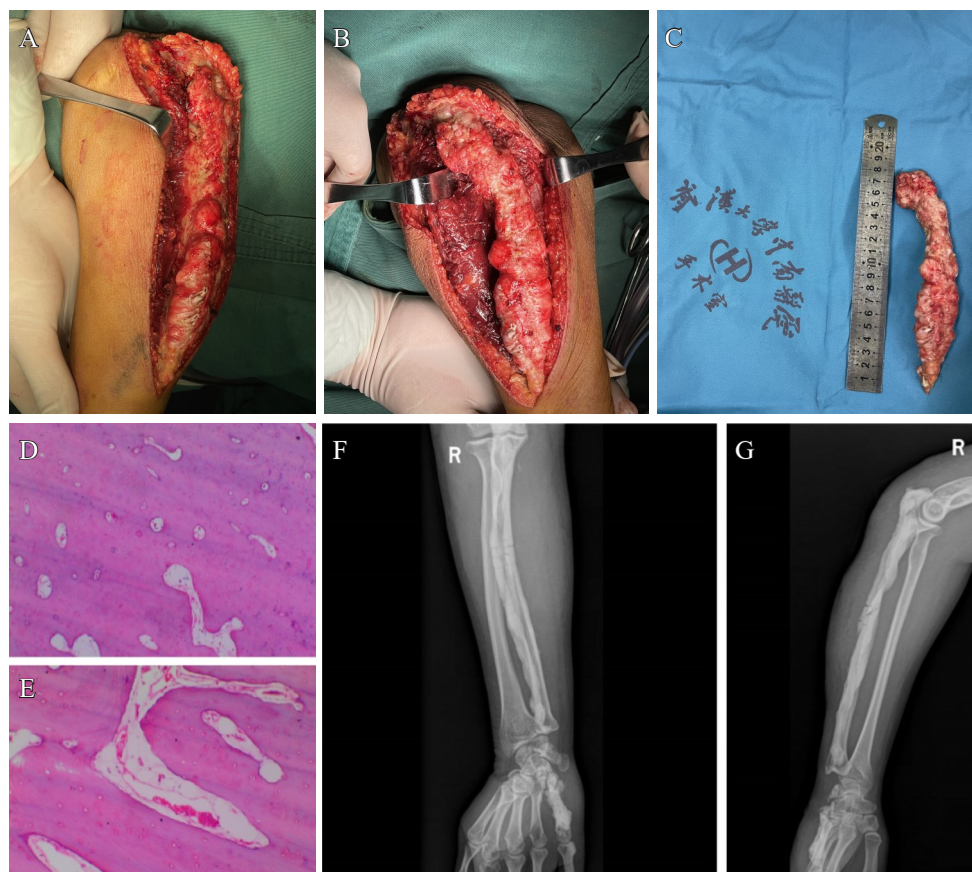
A-B. 术中可见尺骨外增生的骨皮质，质地坚硬；C. 术中切除增生的病灶外观；D. 镜下见骨膜及骨皮质不规则增生伴硬化，骨髓腔缩窄，局部闭塞（HE染色， $\times 100$ ）；E. 增生骨组织未见明显异型性（HE染色， $\times 200$ ）；F-G. 术后1周复查X线可见尺骨病灶已切除
